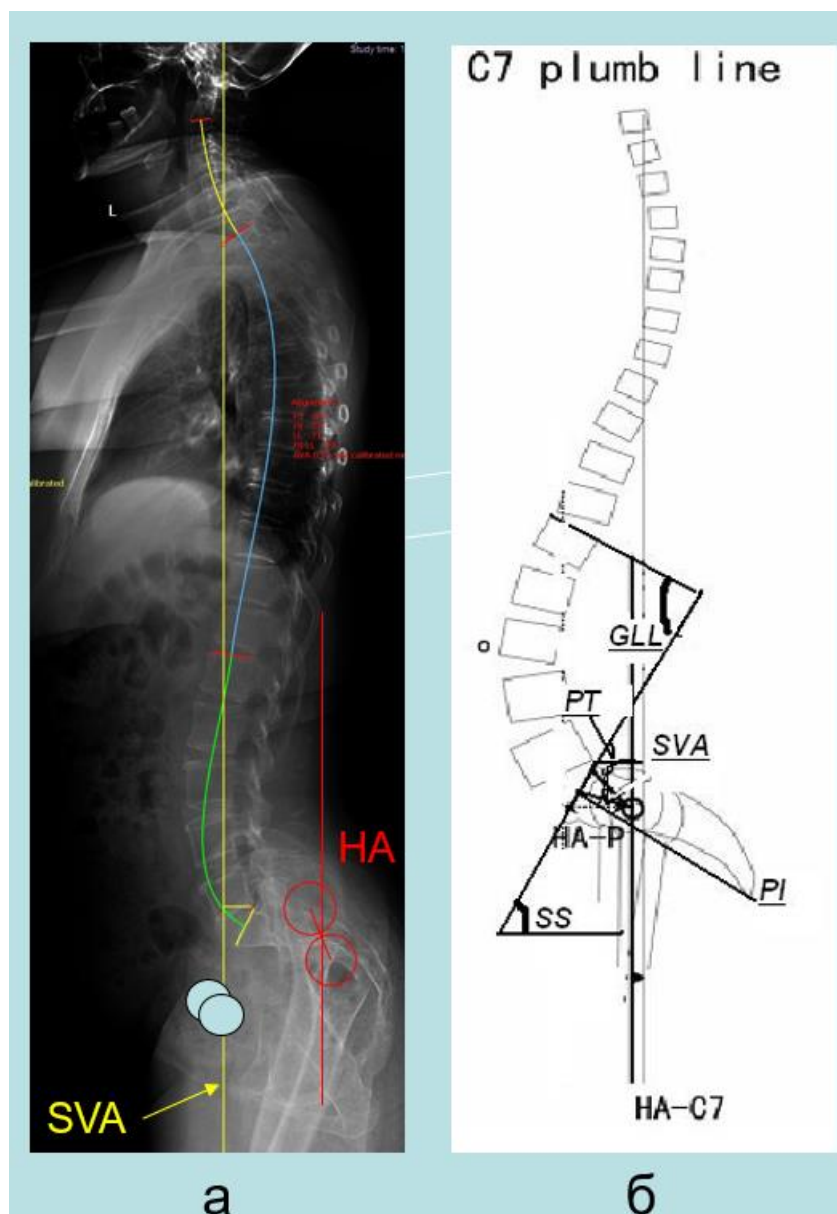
Типичное состояние сагиттального позвоночно-тазового баланса у пациентов с дисплазией тазобедренного сустава IV степени по Crowe на сагиттальной рентгенограмме (а) и на схеме (б), белыми кругами на рисунке (а) отмечено предположительное расположение вертлужных впадин
